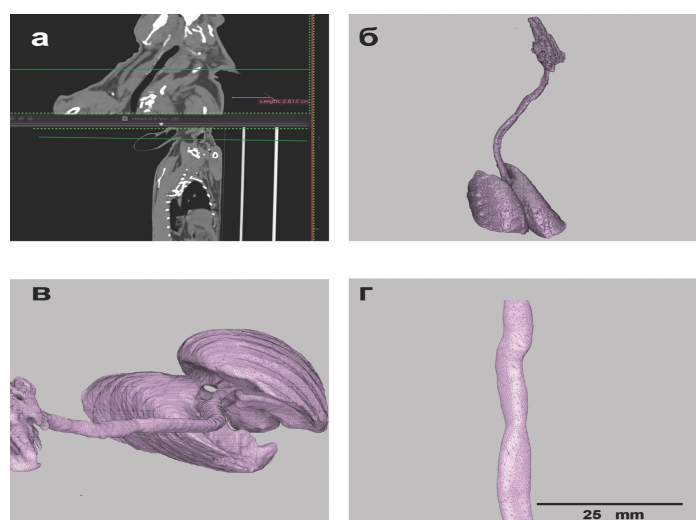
Модель дыхательных путей кролика: (а) МСКТ снимок области имплантации ТИТ; (б, в) общий вид модели дыхательных путей; (г) модель просвета трахеи в области имплантации
